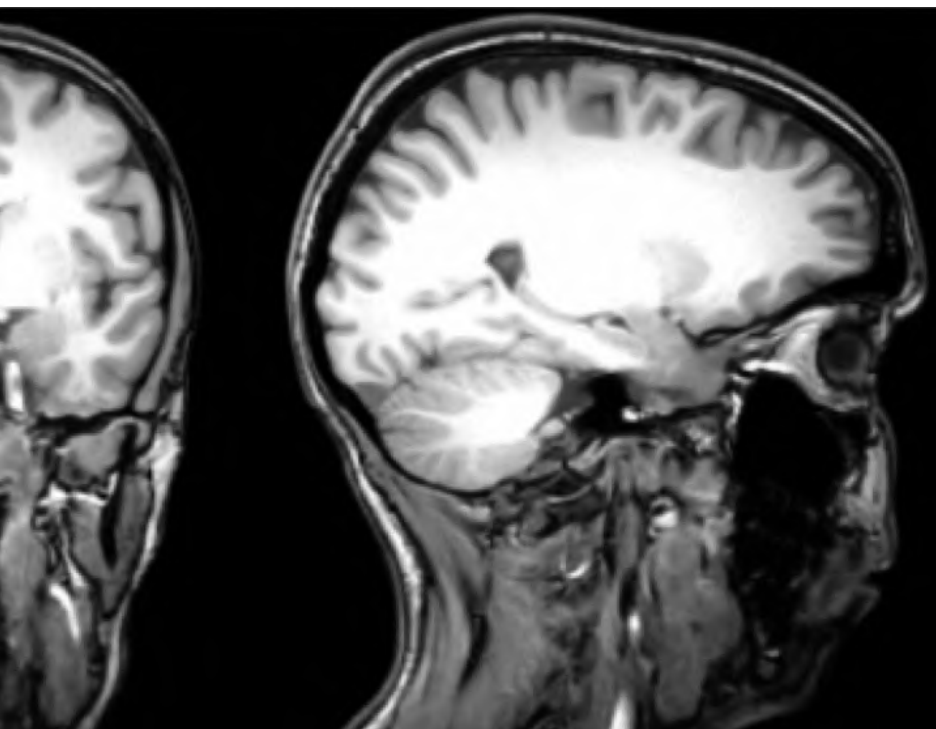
links: MRI-Bild einer 19-jährigen AN-Patientin; rechts: gesunde gleichaltrige Frau. Sichtbar sind bei AN die freien Räume zwischen den Hirnwindungen sowie die vergrößerten Hirnventrikel.
